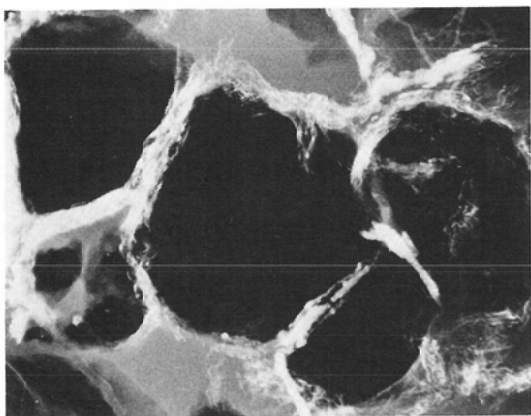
Case 1, micro X-ray photograph of a slice, approximately 100 micron in thickness.
